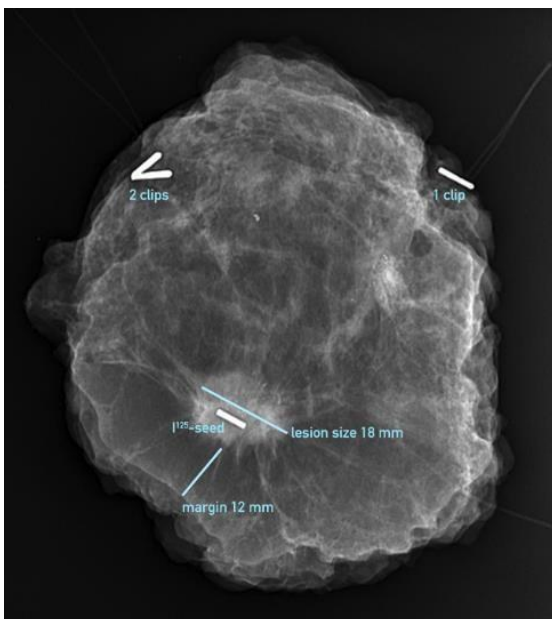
Radiografia da peça cirúrgica contendo lesão alvo e semente de I-125 utilizada para sua localização. Nesta peça foram colocados cliques metálicos para orientar as margens cirúrgicas.⁴⁶
